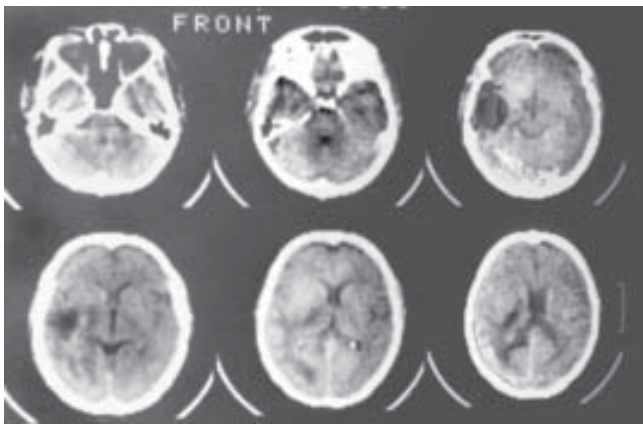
КТ через 5 міс. після комплексного лікування
